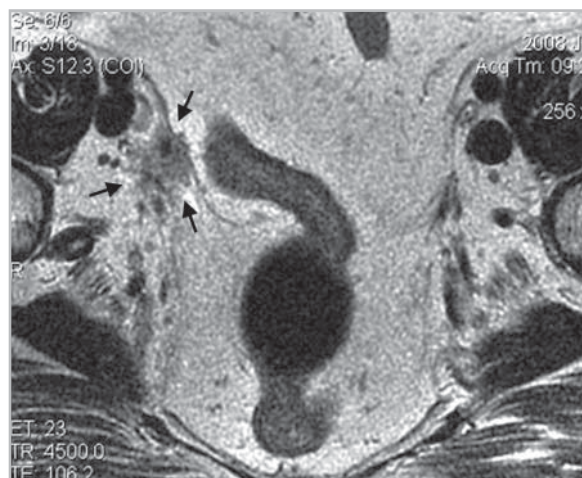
МР-томограмма органов малого таза у больной раком эндометрия после расширенной экстирпации матки с придатками (T2-ВИ в аксиальной проекции). Стрелками указан узел рецидивной опухоли, расположенный ретровазально и медиальнее наружных подвздошных сосудов
